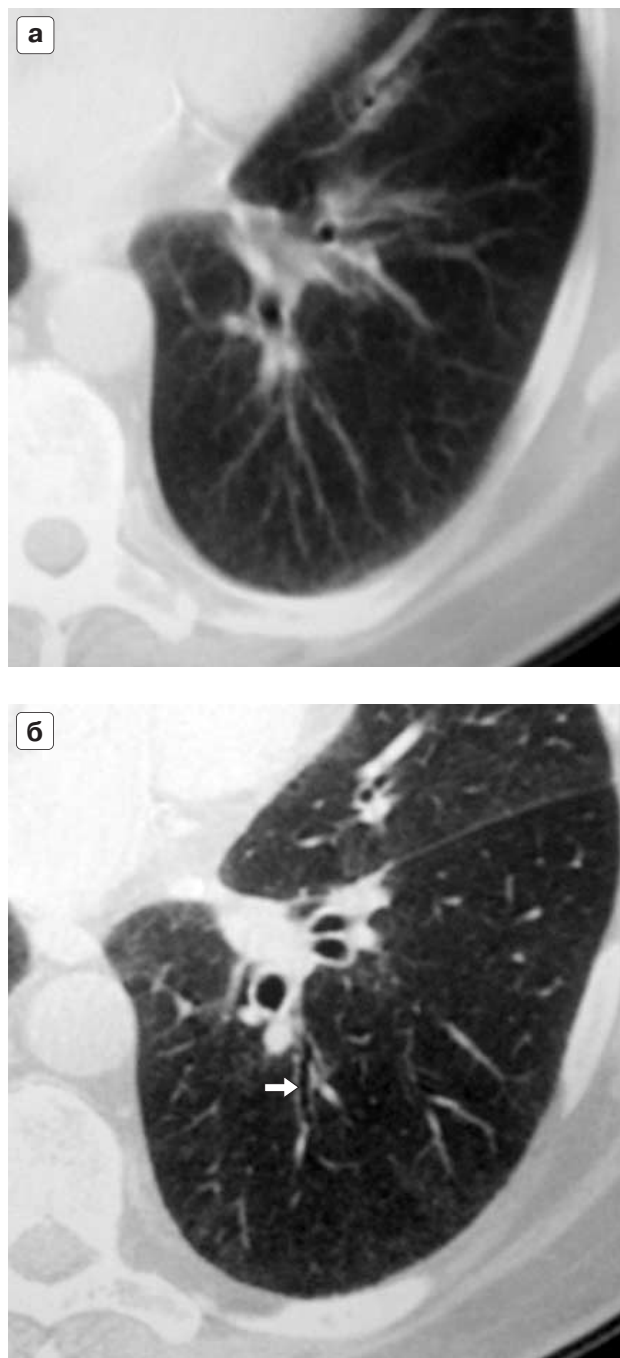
Фрагменты компьютерной томограммы нижней доли левого легкого у пациента с хроническим бронхитом и цилиндрическими бронхоэктазами. а – стандартная компьютерная томография с толщиной среза 8 мм. Стенки сегментарных бронхов видны неотчетливо, субсегментарные бронхи практически не прослеживаются. б – компьютерная томография высокого разрешения. Отчетливо видны расширенные просветы и утолщенные стенки сегментарных бронхов, цилиндрический бронхоэктаз субсегментарного бронха левого легкого (стрелка).
